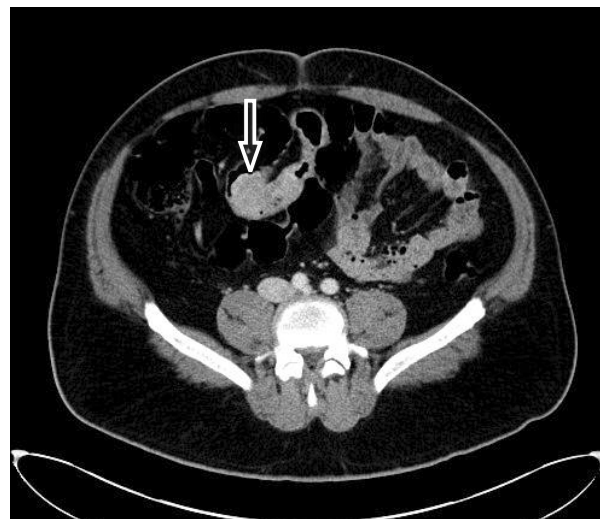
Abdominal CT showing homogeneously enhancing mass in the distal ileum with multiple lymph node enlargement, small bowel mesentery and mesenteric haziness (arrow).
